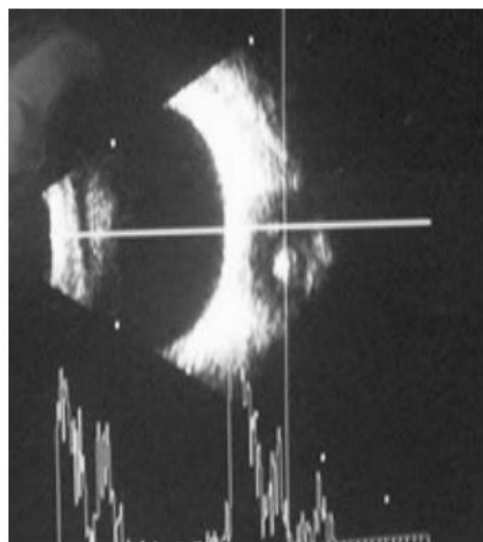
Ultrasonography of orbit showing a well-defined cyst lined by a cyst wall and a hyperreflective scolex.
